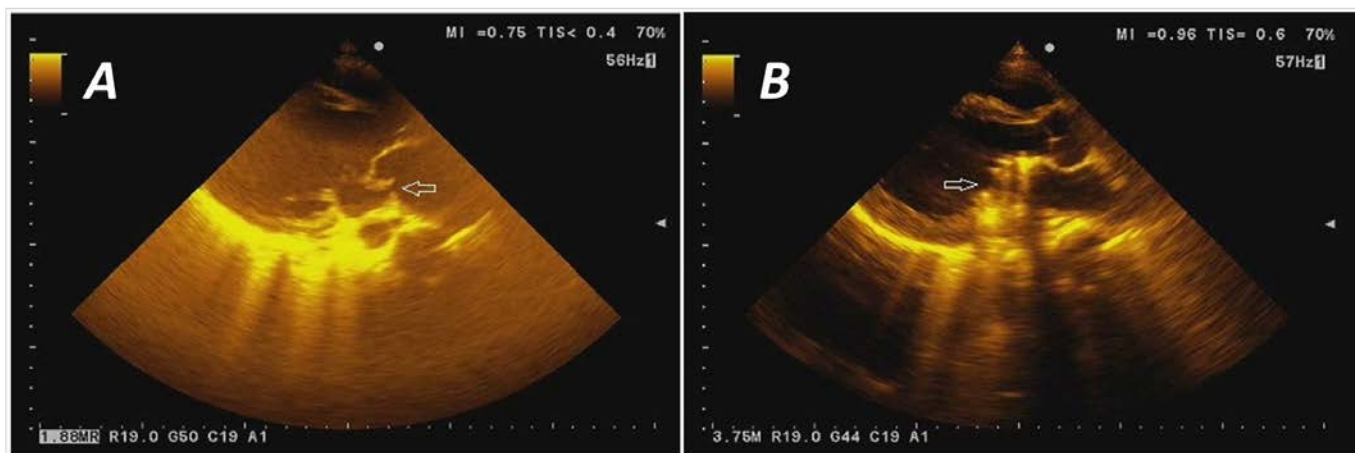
Ecocardiografía preoperatoria que muestra la valva anterior mitral engrosada (flecha), compatible con la presencia de vegetaciones, y con una cuerda tendinosa rota. La valva posterior está retraída. B. Ecocardiografía posoperatoria que muestra la prótesis normofuncionante en posición mitral (flecha).
